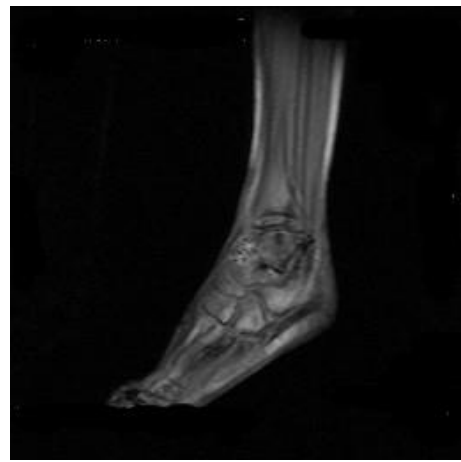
MRT-Aufnahme: Sprunggelenk rechts Score 0 (Spin.sag.)
